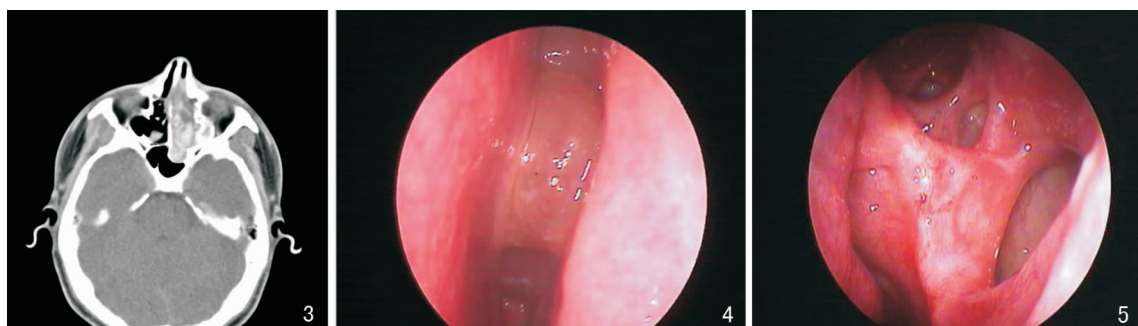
轴位CT扫描提示左侧鼻腔、筛窦密度增高影,病变中央高密度影,磨玻璃样密度影伴中央区星状分布的钙化点
